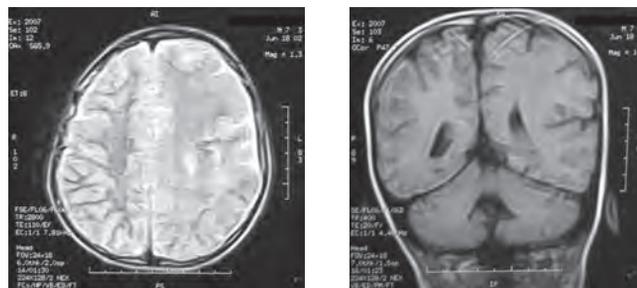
Пациент К., 15 лет. При МРТ-исследовании выявлена гемимегалэнцефалия слева
